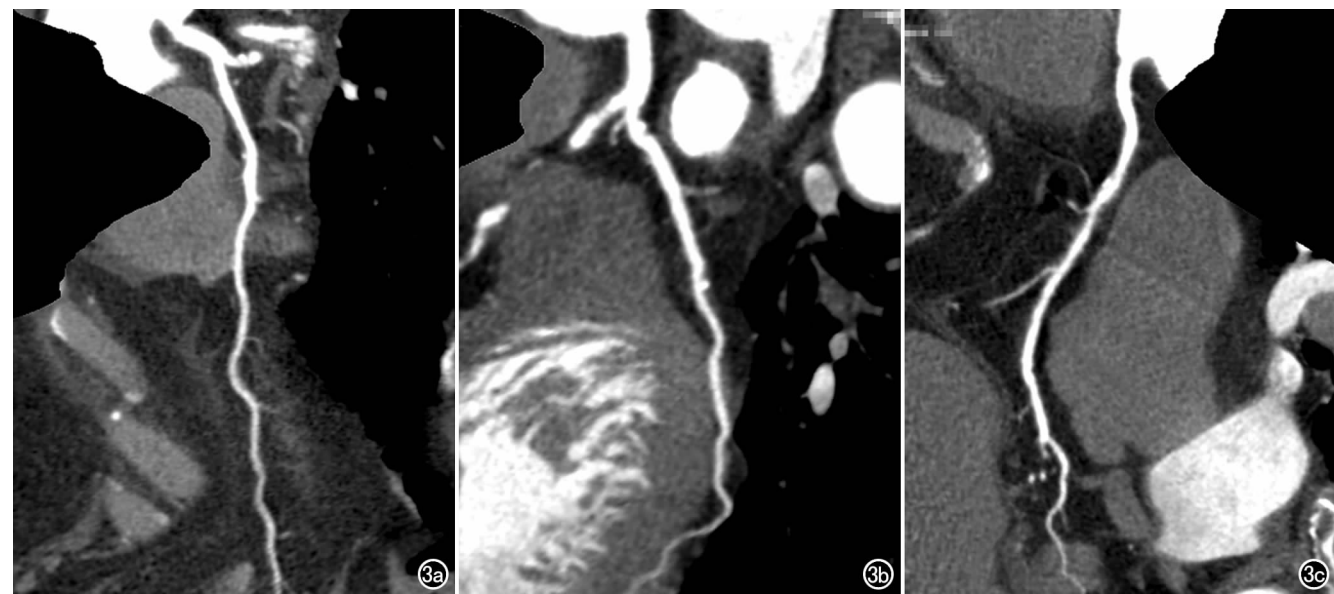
C 组注射方案 CTA 图像,注射流率 5.2ml/s,对比剂总量 46mL。a) 左前降支曲面重组图像; b) 左回旋支曲面重组图像; c) 右冠状动脉曲面重组图像。
